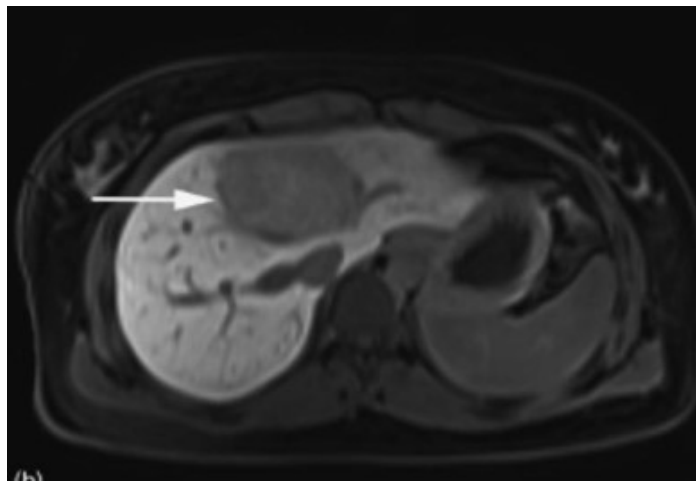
Hepatozelluläres Adenom im MRT (8).
